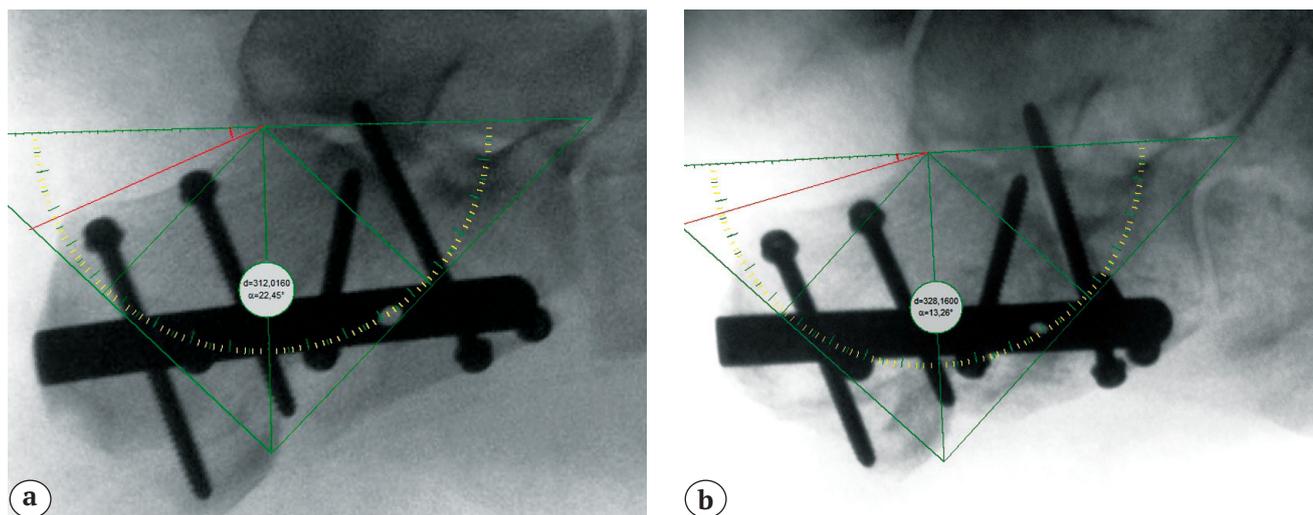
Рентгенограммы стопы пациента со вторичным смещением отломков (уменьшение угла Бёлера на 10°):
